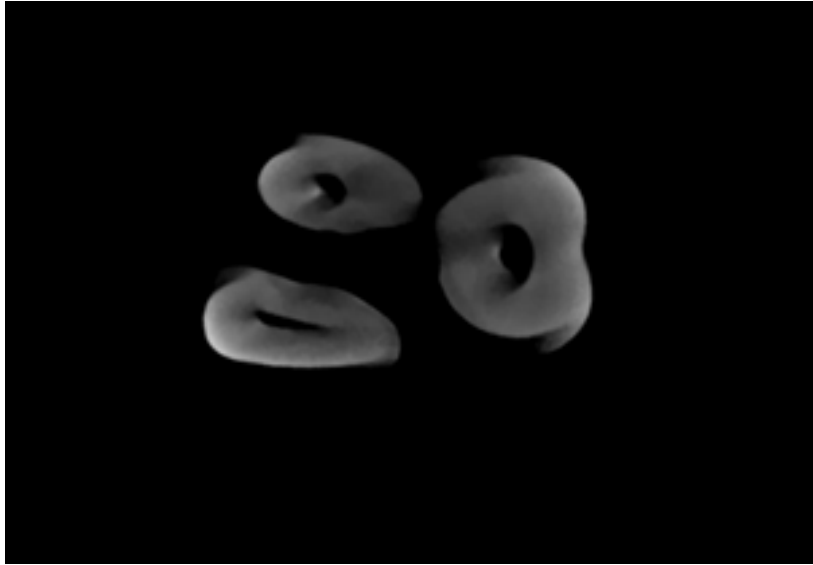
Micro-CT Bild. Quelle: Eigene Studie.
